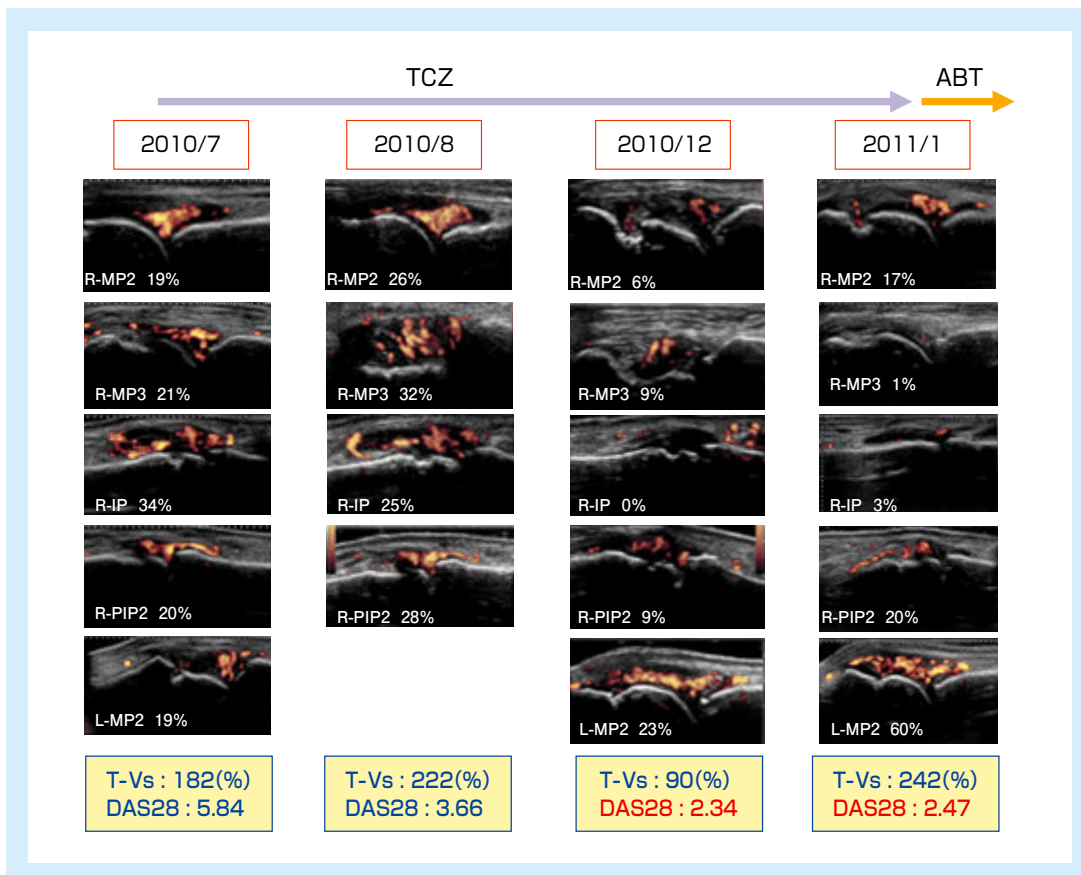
臨床的評価と画像的評価の乖離例(関節エコーの推移)
